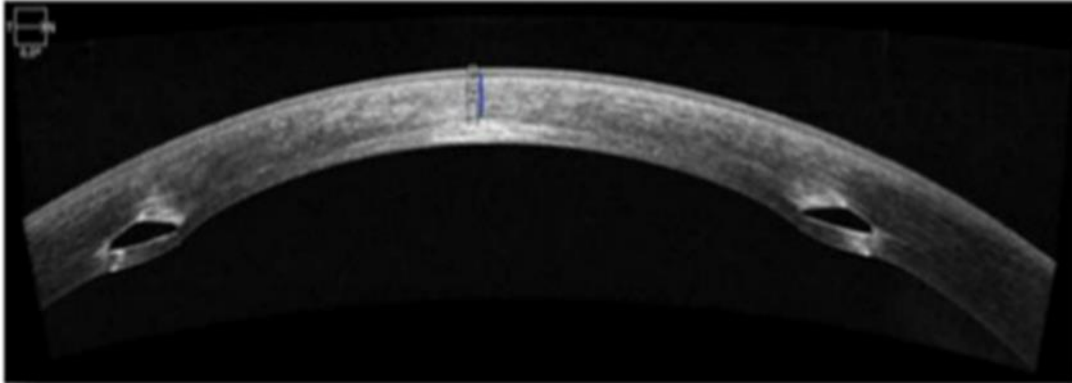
Corte transversal obtenido en uno de nuestros sujetos de la muestra estudiada analizados con tomografía de coherencia óptica de cámara anterior, donde se muestra la disposición de los ICRS y la profundidad de implantación.
